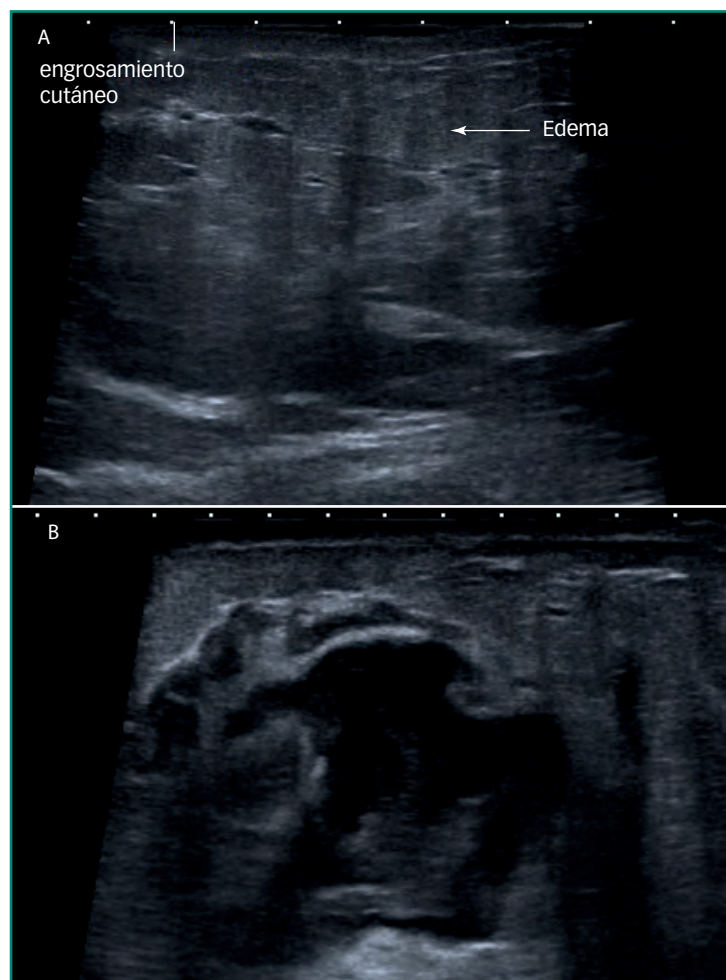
Mastitis. La ecografía muestra engrosamiento de la piel y edema difuso (desdibujamiento del tejido glandular/adiposo con ensombrecimiento de la imagen [A]). Formación de absceso que se observa como una colección heterogénea de márgenes irregulares (B).
